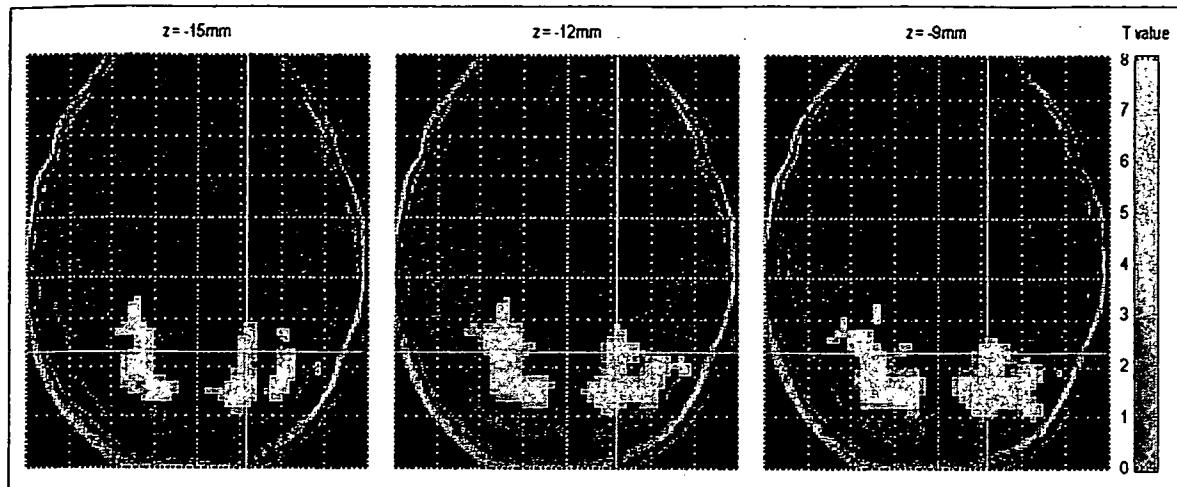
顔認知時の機能的MRI画像の一例($n=1$)
